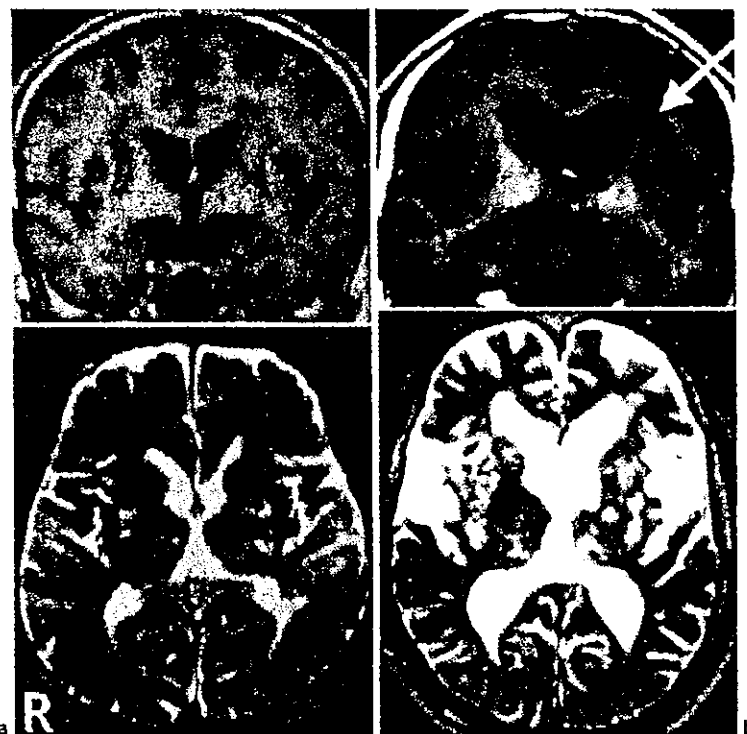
多発ラクナ梗塞性痴呆と同年齢で痴呆のない多発ラクナ梗塞例のMRIの対比
